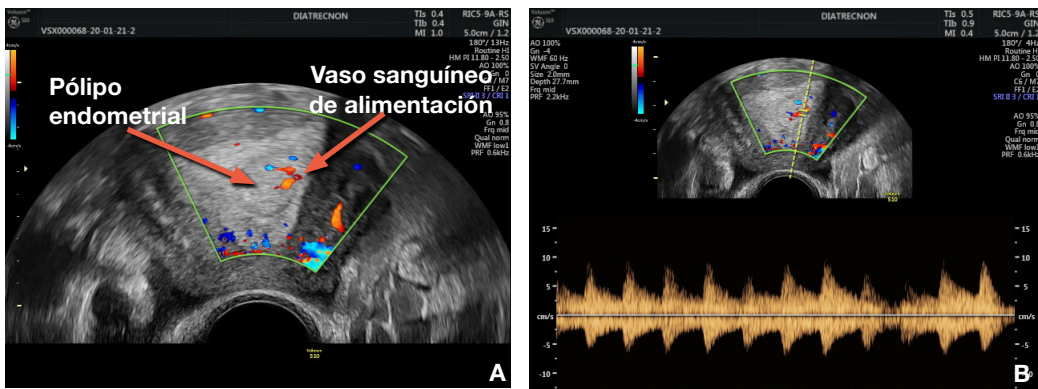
(A y B). Imagen de ultrasonido de flujo de color o Power Doppler que muestra el vaso sanguíneo de alimentación característico de un pólipo endometrial.
